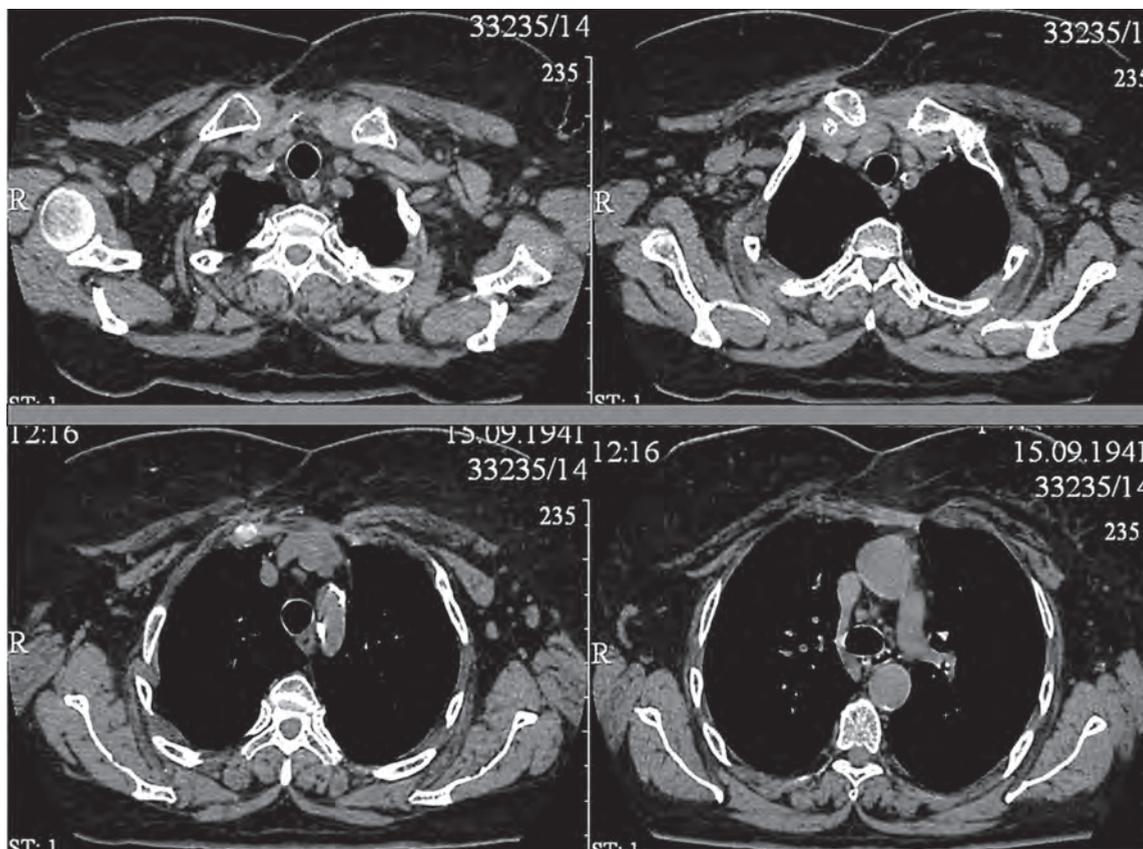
Компьютерная томография передней стенки грудной клетки после пластической реконструкции
